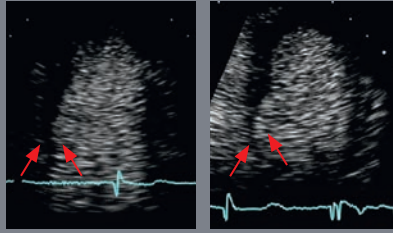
Linksventrikuläre Kontrastmittelfüllung nach i.v. Injektion von 0,5 ml SonoVueR bei einer 75-jährigen Patientin anlässlich einer präoperativen Kontrast-Stress-Echokardiographie: Der apikale endsystolische 4-Kammer-Blick in Ruhe (a) zeigt eine normale Myokardverdickung im Bereich aller Wandsegmente; unmittelbar nach der Belastung auf dem Laufband (b) hat sich an der basal inferoseptalen Wand eine dyskinetische Zone mit Wandverdünnung ausgebildet. Die Koronarangiographie (c) dokumentiert die dazu passende filiforme Stenose der rechten Koronararterie (rote Pfeile).
